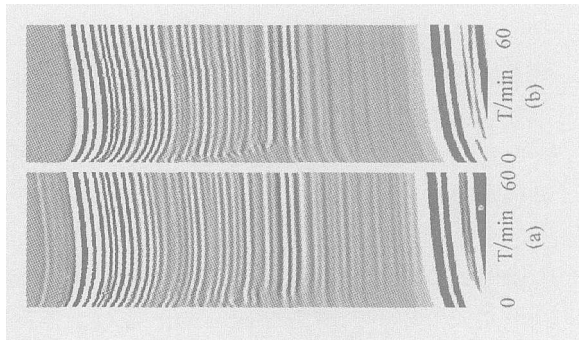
实验 2 结果, 图 (a) 为最初时的从 0.15M 的盐水变到 2M 的盐水以后, 浸泡在 2M 的盐水中的关节软骨的 M 型超声图像, 图 (b) 则是 10 个小时以后从 0.15M 的盐水变到 2M 的盐水, 浸泡在 2M 的盐水过程中的关节软骨的 M 型超声图像
